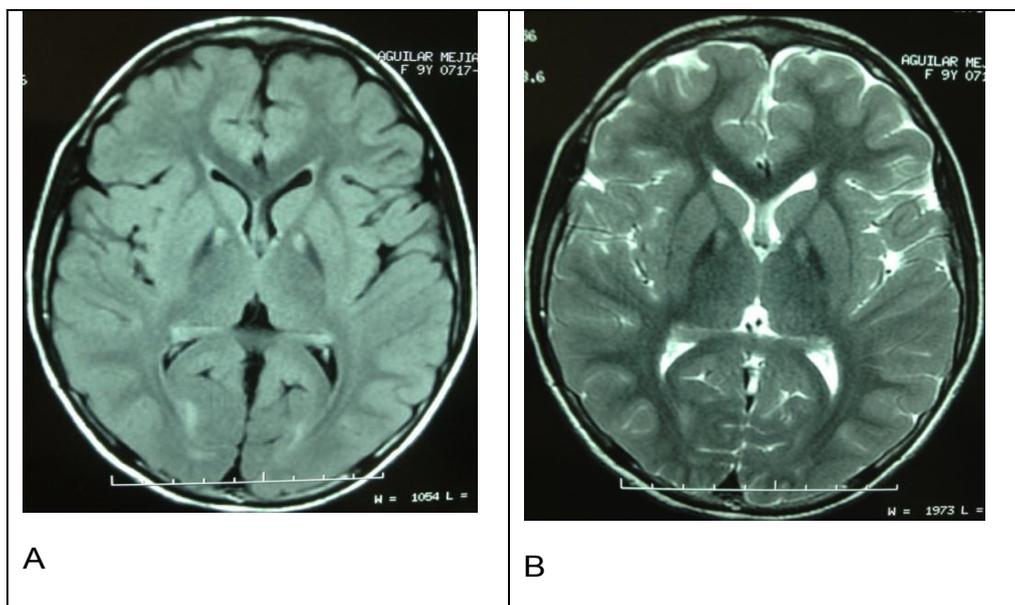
Resonancia Magnética Cerebral: imágenes axiales ponderadas en A. FLAIR y B. T2. Lesiones hiperintensas rodeadas de halo hipointenso a nivel de globos pálidos bilateral. Imágenes conocidas como signo de “ojos de tigre”.
